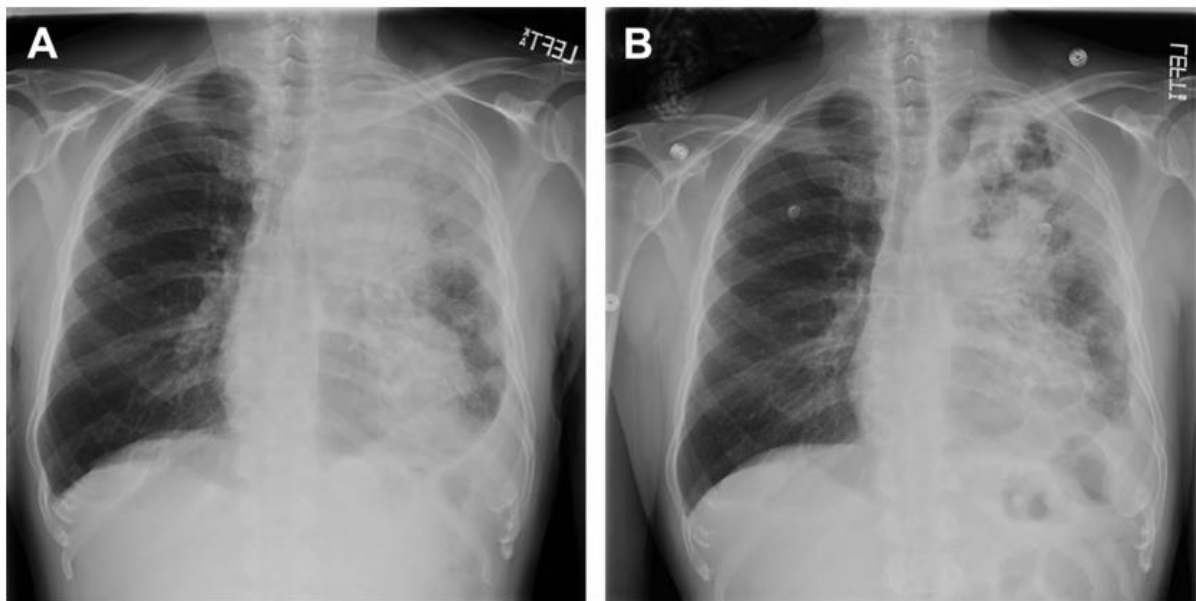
Radiographie thoracique standard de face, chez un homme de 58 ans auparavant en bonne santé a développé un essoufflement et une toux productifs de crachats verdâtres liés à une infection à Legionella.
